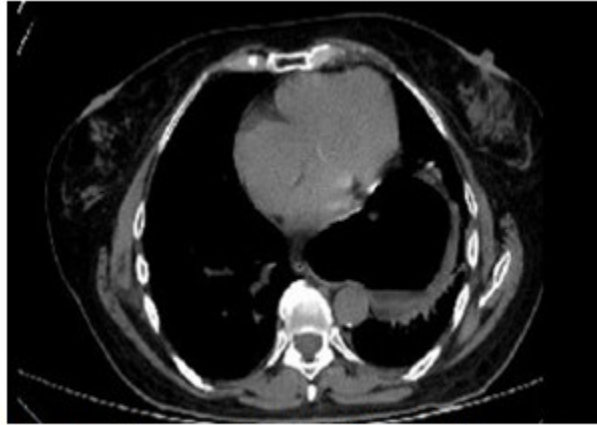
Corte axial de TAC de tórax que muestra estómago intratorácico.
